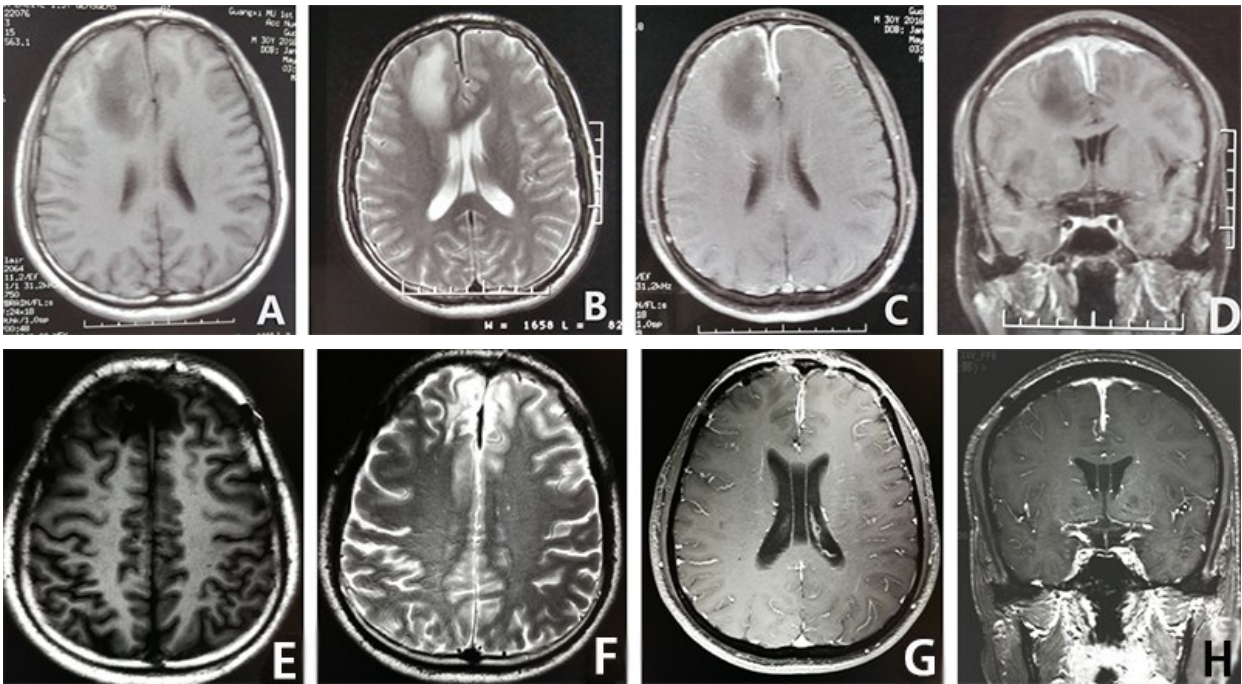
IgG4 相关性肥厚性硬脑膜炎手术前后 MRI 表现
